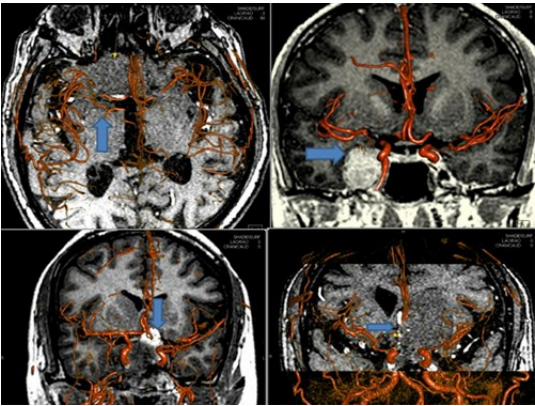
颅内肿瘤病人DSA机进行CTA检查与MRI融合影像
